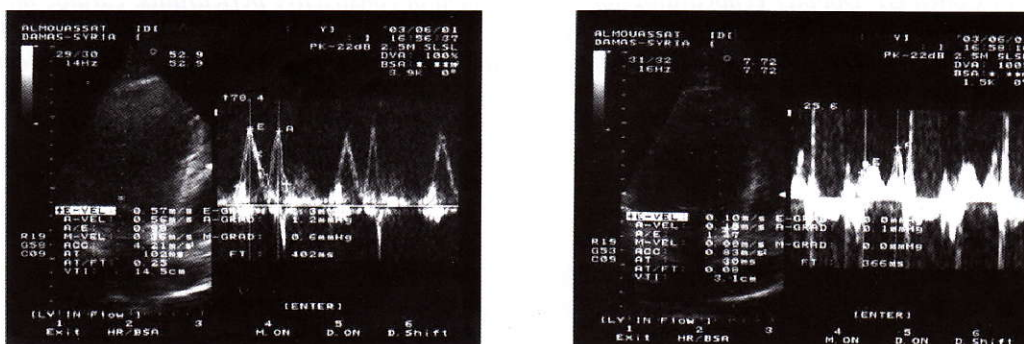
Pseudonormalization in pulsed Doppler (left) and  $Aa > Ea$  in the same patient with LVDD (right).
